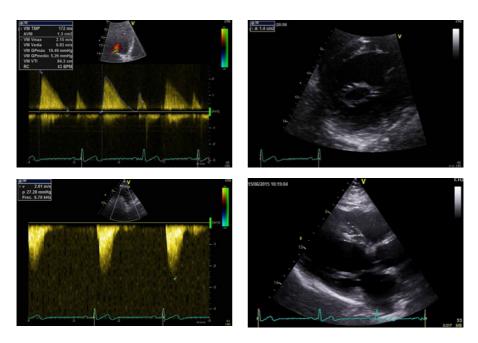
Ecocardiograma. Estenosis mitral moderada (imagen de gradientes (arriba izquierda) y Planimetía (arriba derehca) de la válvula mitral. Gradientes en la coartación (abajo izquierda). Válvula mitral en paracaídas (abajo derecha)
